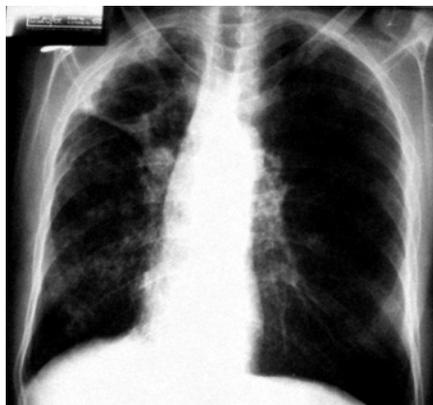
Röntgenbild der Lunge einer HIV-Patientin mit pulmonaler Tuberkulose.
